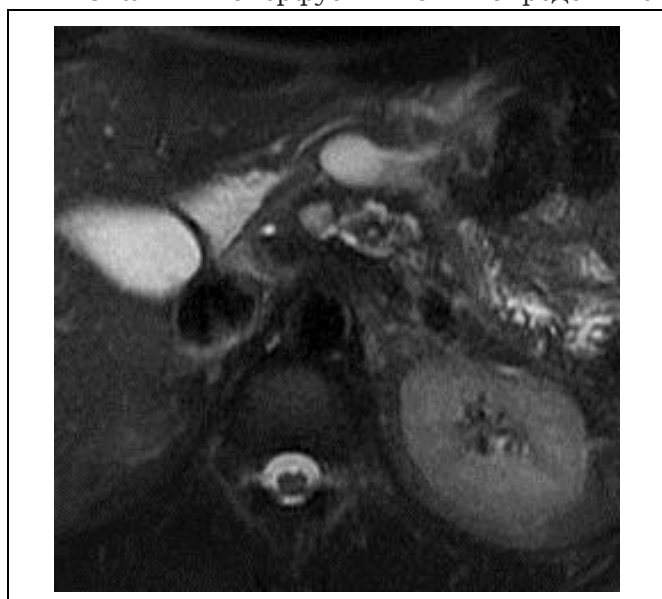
МРТ, T2-ВИ с подавлением сигнала от жировой ткани, с внутривенным болюсным контрастированием, аксиальная проекция.
